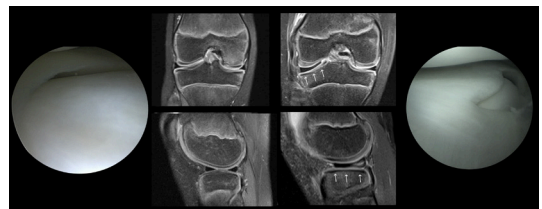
Imagen de resonancia magnética (en cortes coronal / sagital) e imagen intraoperatoria artroscópica donde se puede observar la diferencia entre un menisco normal y uno discoideo (flechas blancas).
